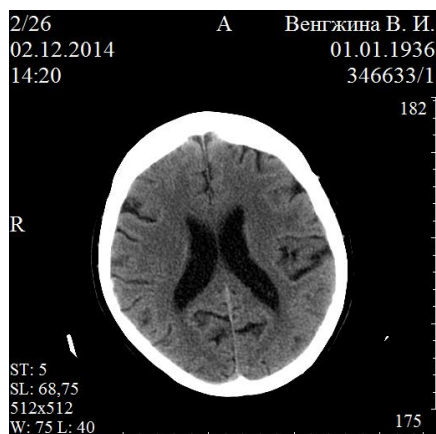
Динамика КТ-картины инсульта в ЛКБА
